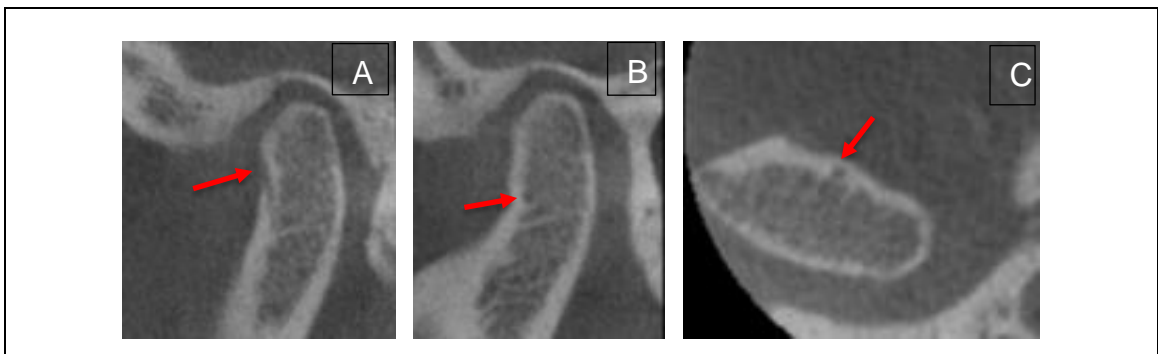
A y B presentan corte sagital y C presenta corte axial de CB-CT. La flecha roja indica el canal nutricio.
